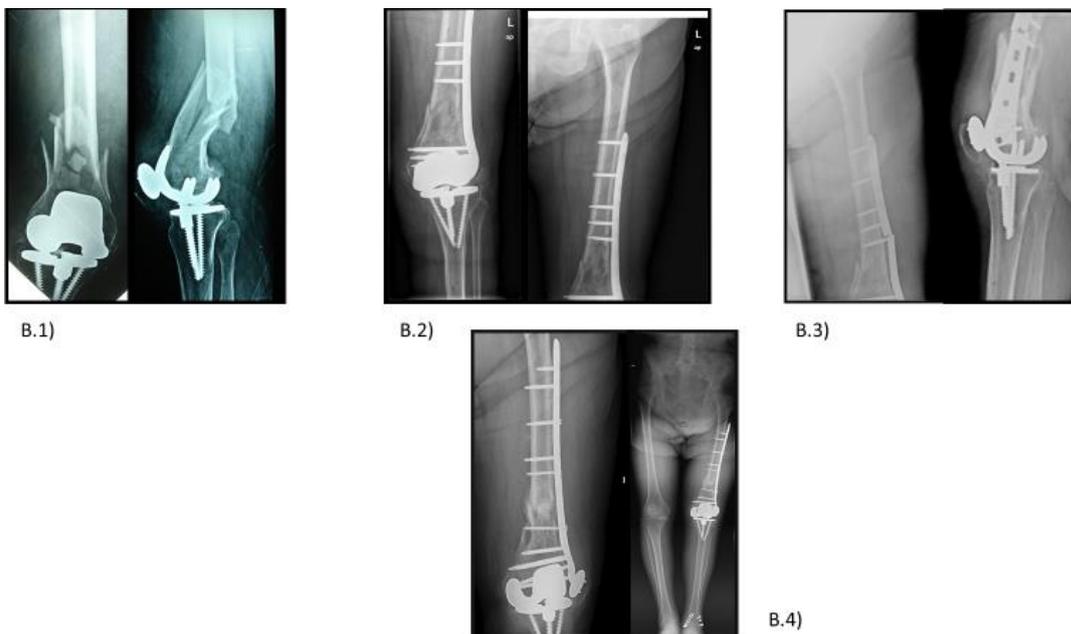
Caso B, mujer de 86 años con IMC de 43, osteoporosis no tratada, DM, insuficiencia cardíaca, limitación previa a la deambulación, fractura de tobillo ipsilateral asociada. A.1) Radiografías del momento del ingreso, fractura periprotésica del fémur distal de la rodilla izquierda tipo II con foco multifragmentario. A.2) Radiografías de la rodilla izquierda postquirúrgicas reducida de forma percutánea por una placa LISS de 11 orificios. A.3) Radiografías de la rodilla izquierda a los 10 meses de la IQ en la que aún, el foco de fractura no está consolidado por presentar una rotura del material de osteosíntesis. A.4) Radiografías de la rodilla izquierda y telemetría ósea después de la reintervención quirúrgica, a los 33 meses de la fractura. En la reintervención precisó de injerto óseo y recambio del material de osteosíntesis, una placa LISS de 13 orificios.
